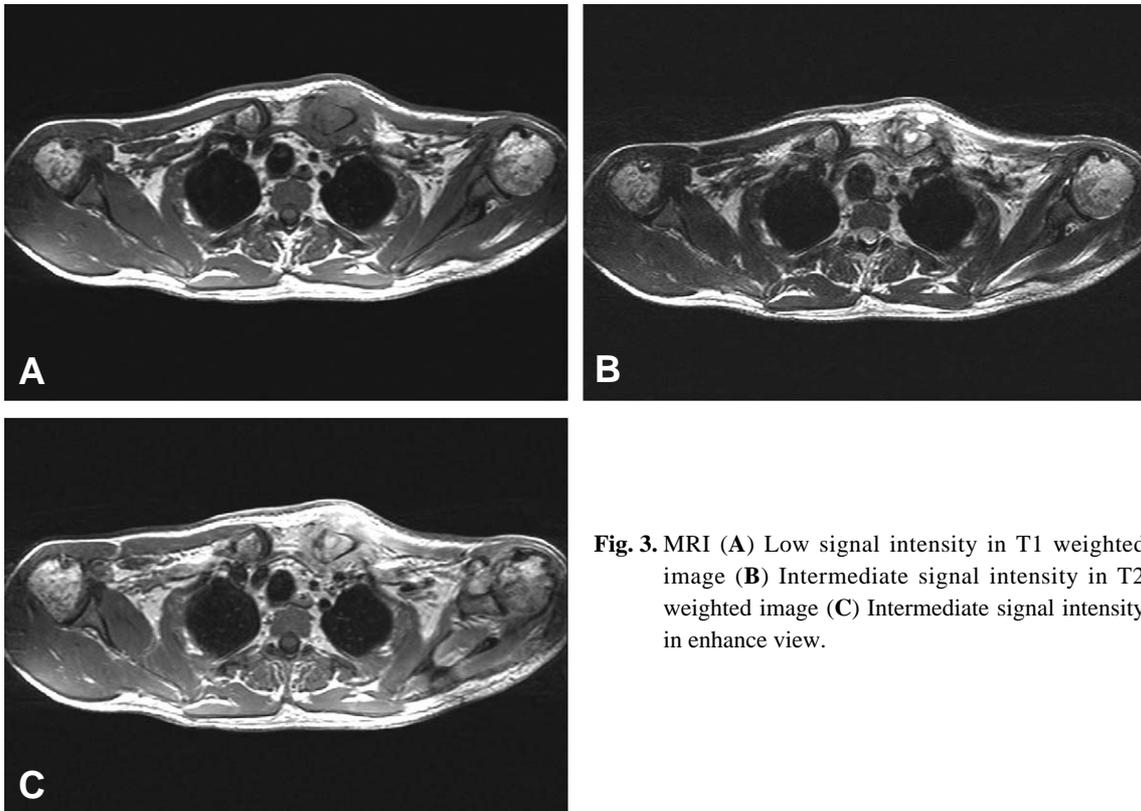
MRI (A) Low signal intensity in T1 weighted image (B) Intermediate signal intensity in T2 weighted image (C) Intermediate signal intensity in enhance view.
